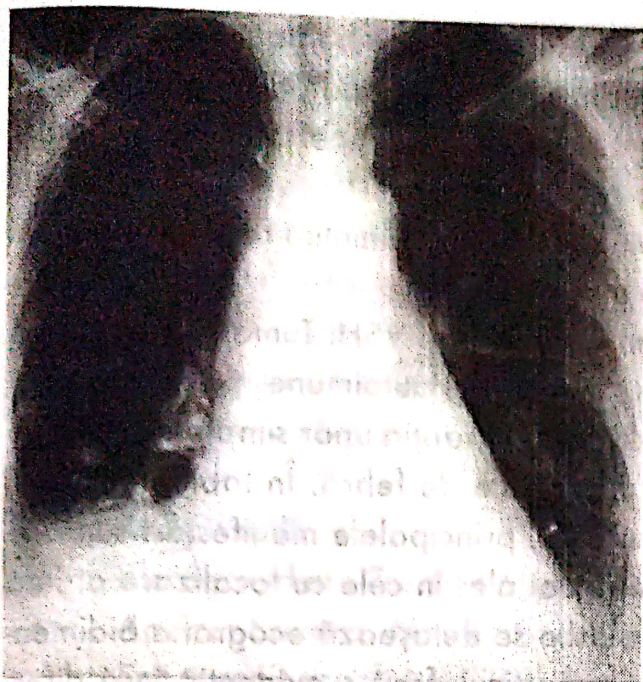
Radiografie toracică, incidență postero-anterioară postoperatorie: pleurezie stângă în cantitate mică.
